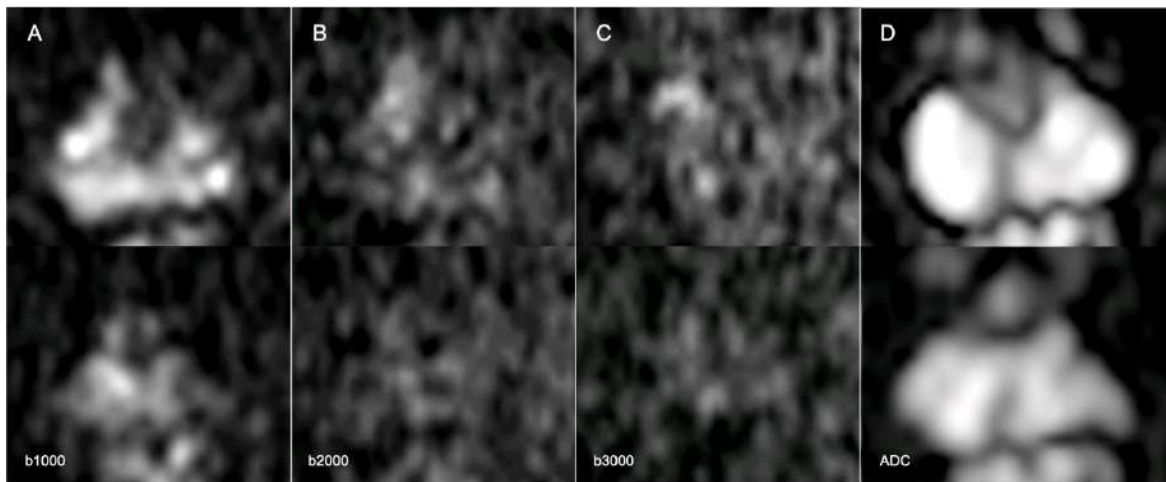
Home de 70 anys amb PSA de 4,7 ng/ml i TR negatiu. La RM ponderada en difusió amb factors b 2000 (B) i b3000 (C) mostra lleu hiperintensitat de senyal apical anterior i superior dreta que al mapa d'ADC (D) no mostrava una clara restricció de la difusió.
